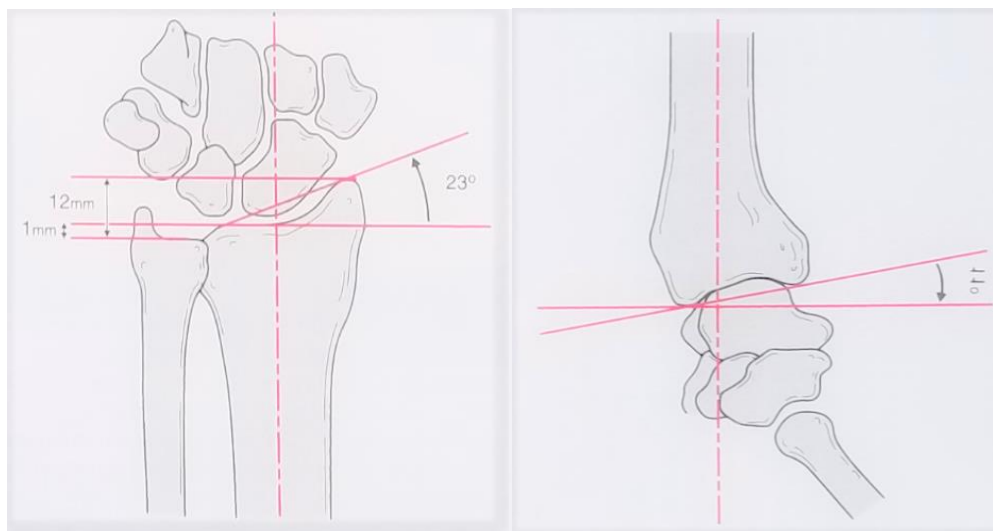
Paramètres radiographiques du radius distal. [14]
